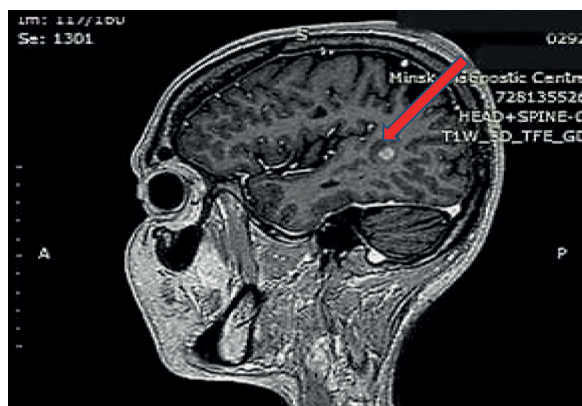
МРТ-скан сагиттальная проекция в T1-последовательности с контрастным усилением от 2023 г. (стрелкой указан активный очаг)
